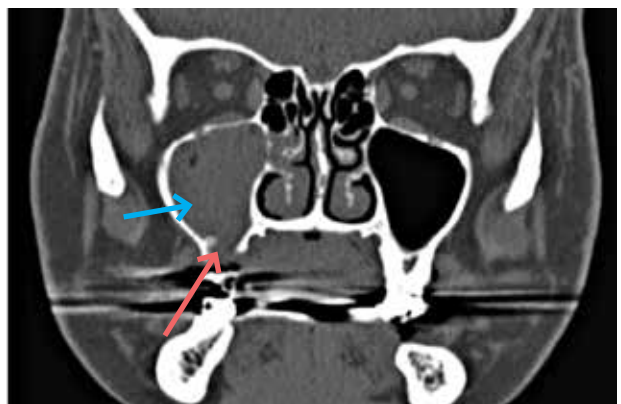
Oroantral forbindelse efter tandekstraktion. Aksialt snit fra CT-scanning viser oroantral forbindelse efter tandekstraktion (rød pil) med sløring af hele sinus maksillaris (blå pil).
